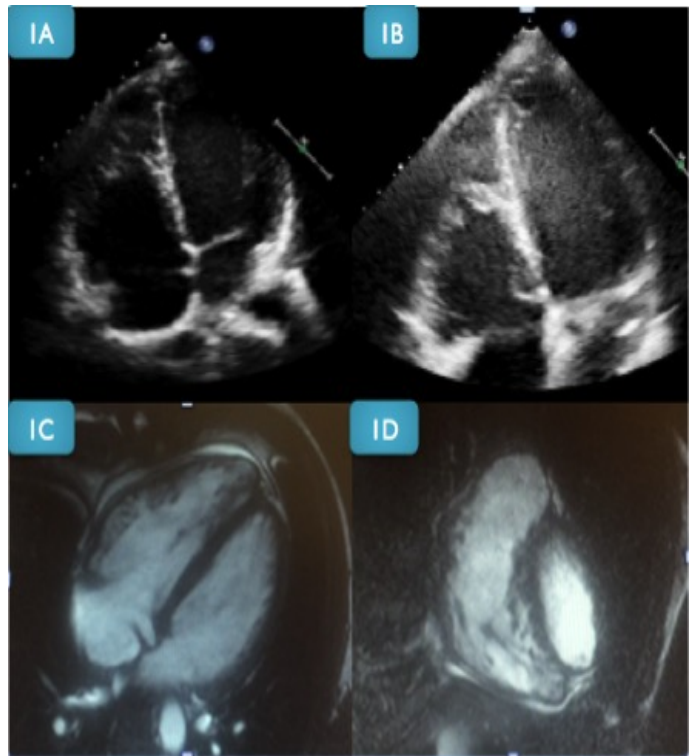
2A-B: Ecocardiograma que muestra dilatación ventricular derecha con banda moderadora prominente. 2C-D: RM cardíaca con dilatación marcada de ventrículo derecho y tracto de salida así como moderada hipertrabeculación.
